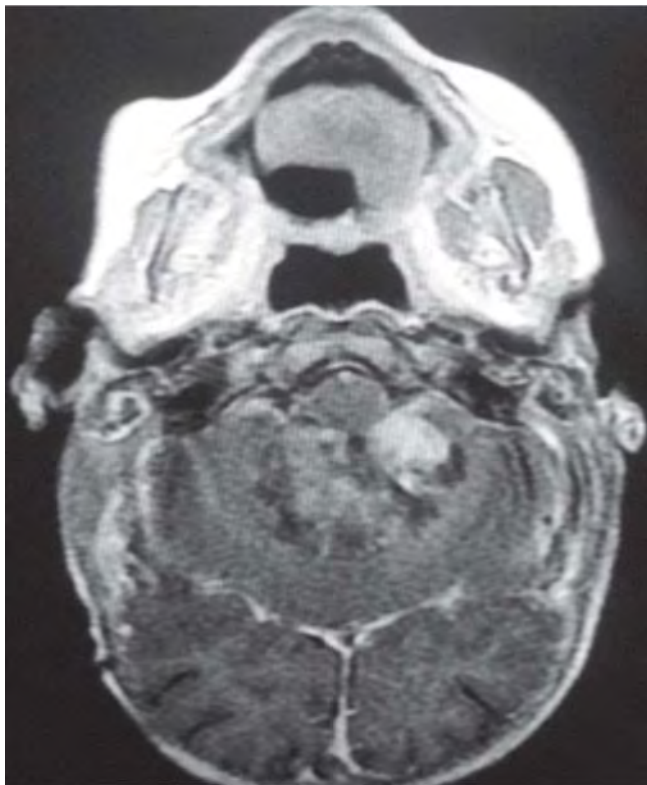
RM de cráneo, corte axial, en fase T1, en la que se observa lesión heterogénea en IV ventrículo, la cual presenta zonas quísticas y de necrosis, presenta desplazamiento ventral del tallo cerebral; asimismo, ligero edema perilesional.
